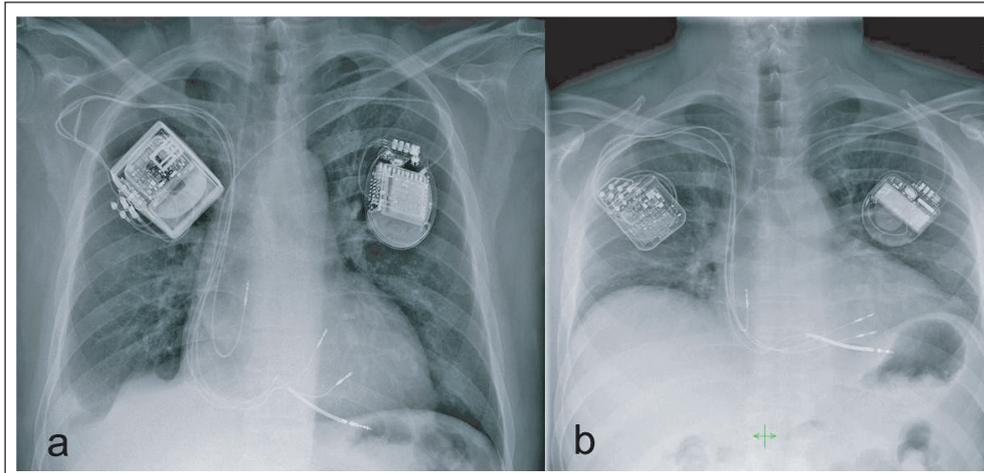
Röntgenaufnahme (ap) eines Patienten mit 1-Kammer-ICD und OPTIMIZER™ III (a) und eines Patienten mit 1-Kammer-ICD und OPTIMIZER™ IVS (b). © Impulse Dynamics Germany, Nachdruck mit Genehmigung.
